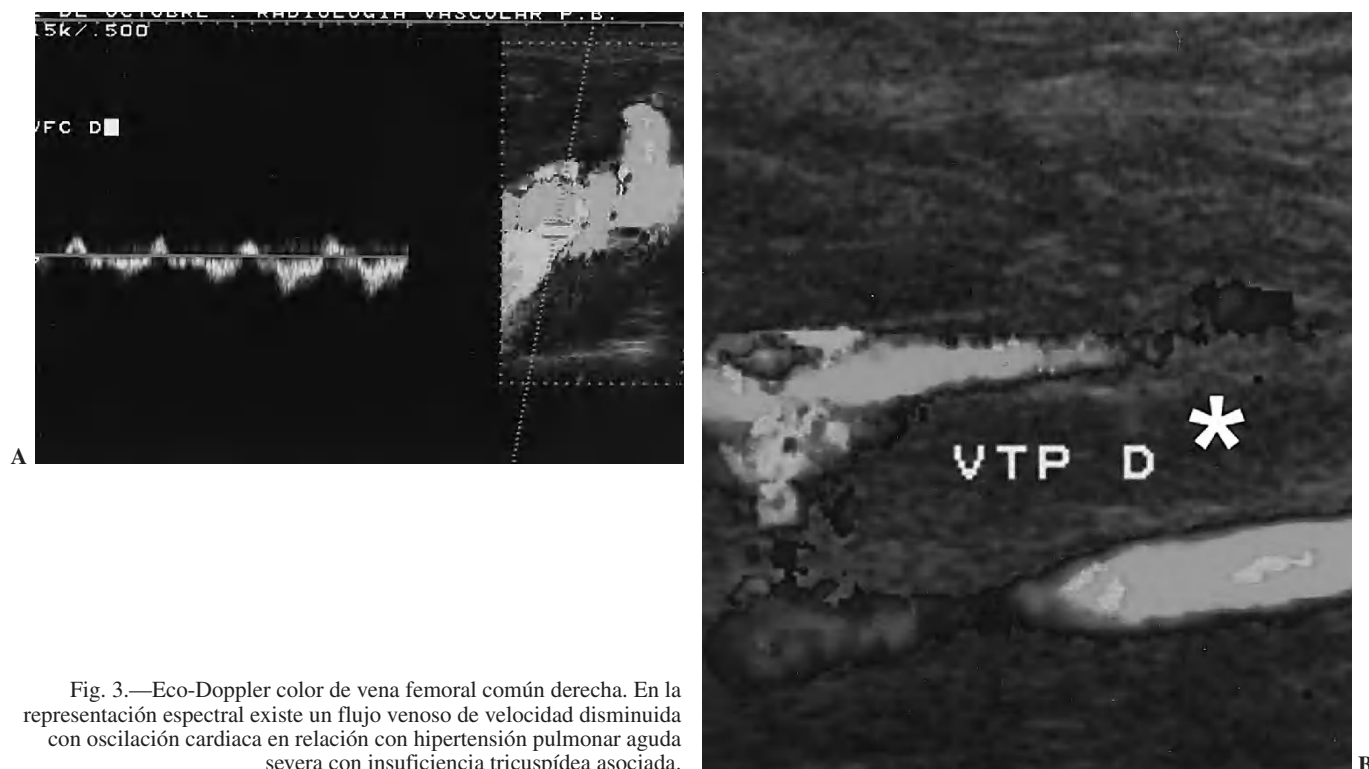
Eco-Doppler color de vena femoral común derecha. En la representación espectral existe un flujo venoso de velocidad disminuida con oscilación cardíaca en relación con hipertensión pulmonar aguda severa con insuficiencia tricuspídea asociada.
